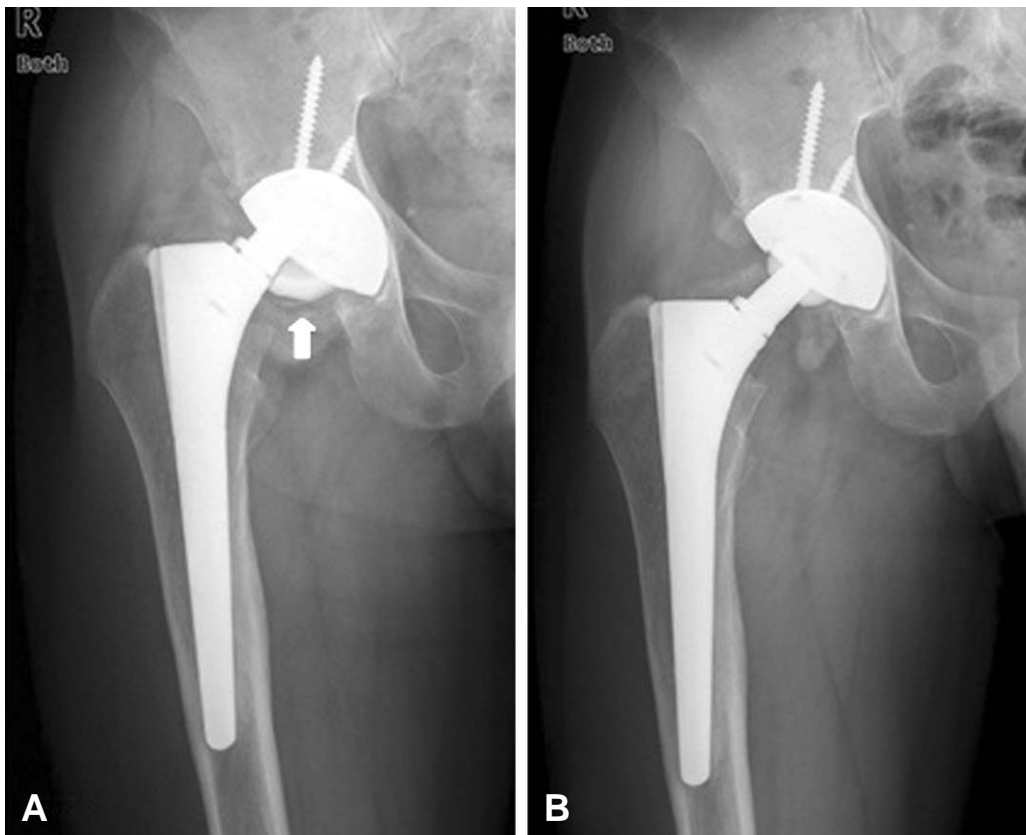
Anteroposterior radiograph of 47-years old male patient. (A) At the 9 years 7 month follow-up, fractured ceramic liner was noted (arrow). (B) Postoperative radiograph of revision of ceramic liner.
